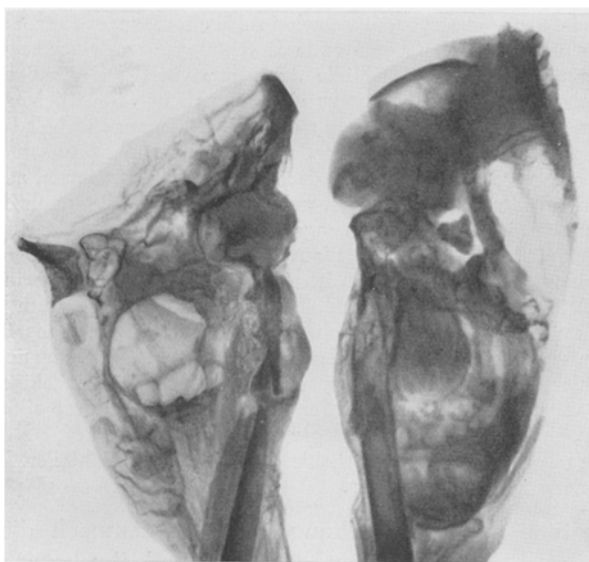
Röntgenbild des durchsägten Präparates.
